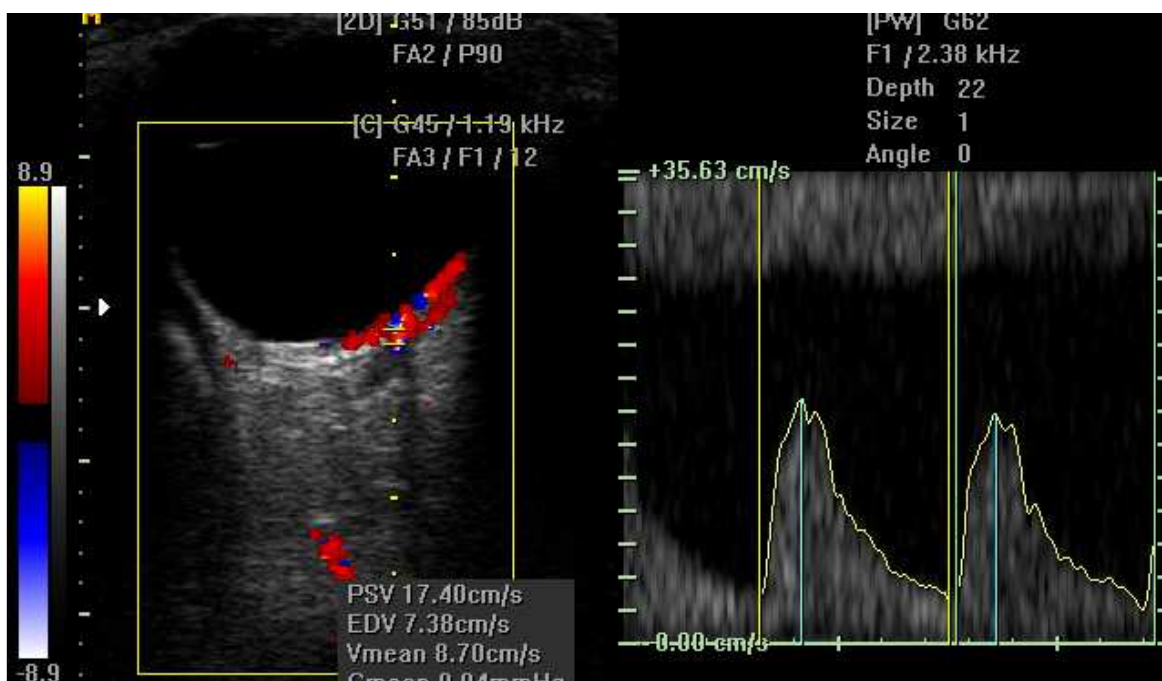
Representação dopplervelocimétrica da artéria central da retina.
